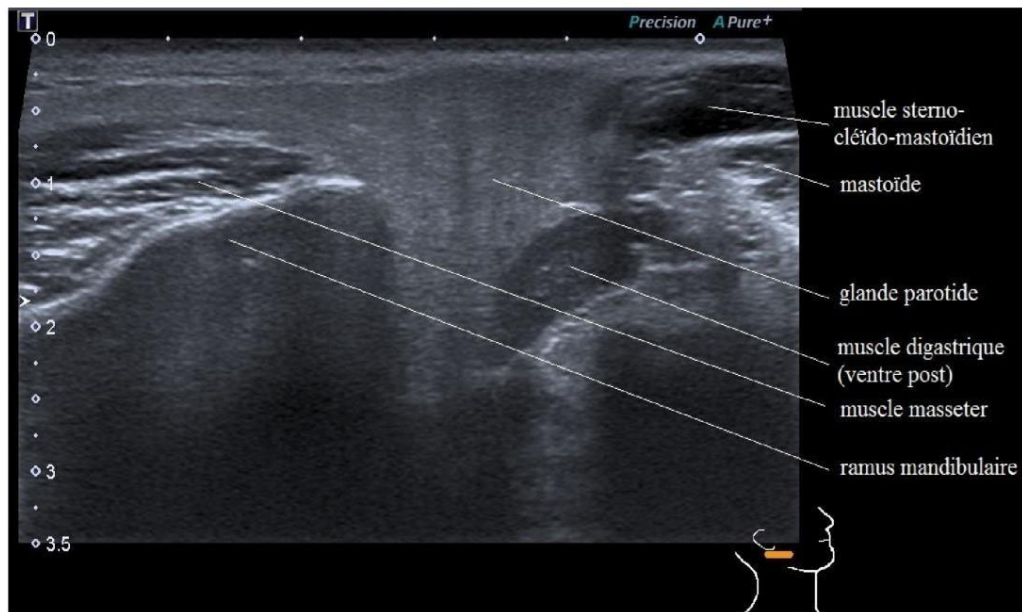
Coupe échographique de la parotide
